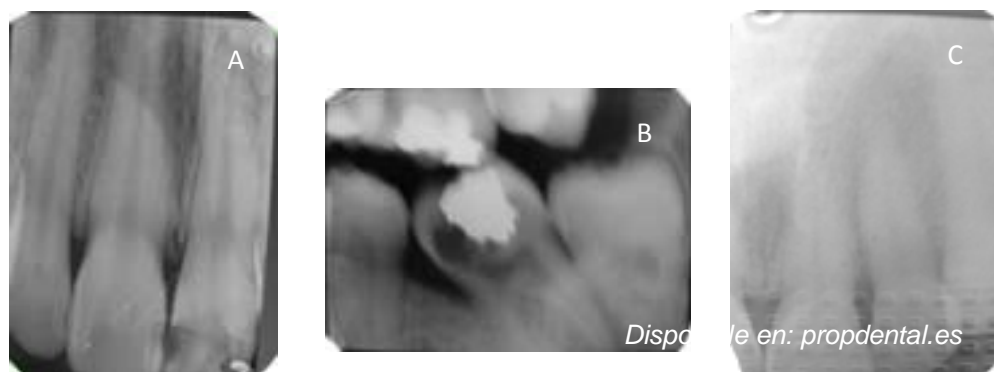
Las imágenes muestran algunos de los errores más comunes en la toma de radiografías. A) elongación. B) radiografía borrosa. C) radiografía muy clara.
